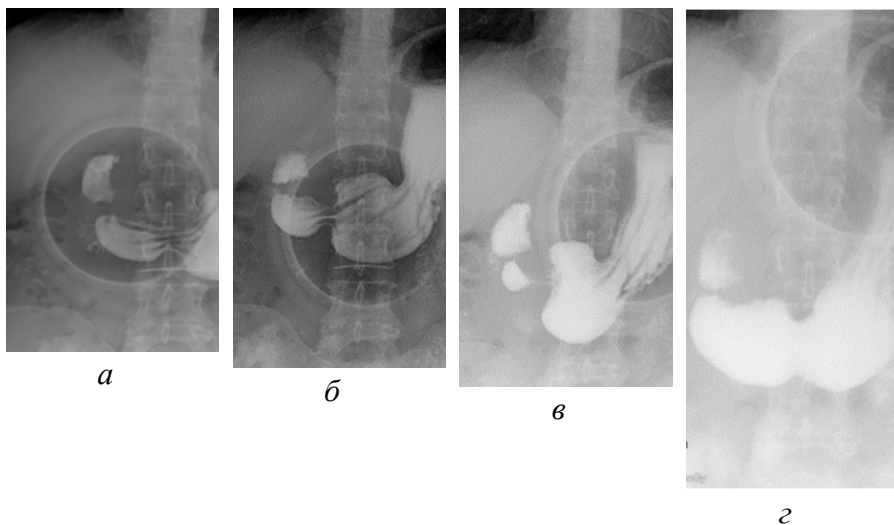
Рентгенологическое исследование желудка с тубусом: а – луковица двенадцатиперстной кишки, б – синус желудка, в – тело желудка, г – кардиальный отдел [оригинальный рисунок].
